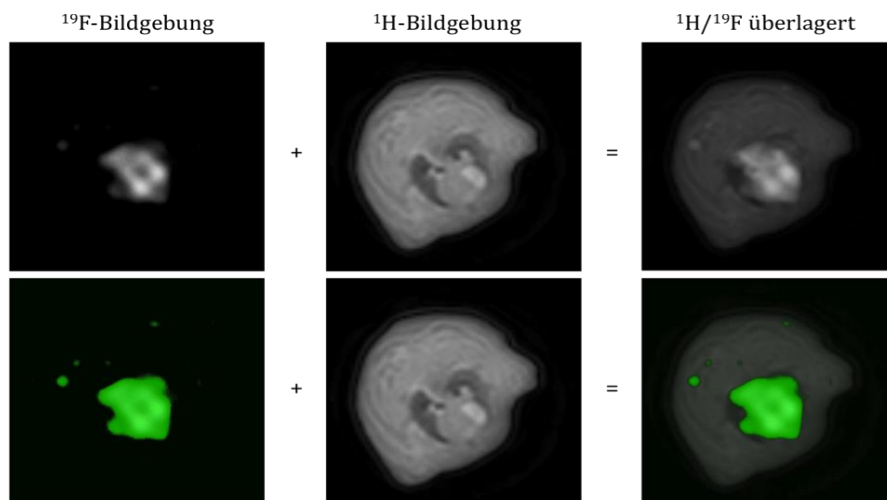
Exemplarische Darstellung des Prinzips der manuellen Überlagerung von ^{19}F - und ^1H -MRT am Beispiel eines Rattenherzens in transversaler Schnittführung. Die eingesetzte Falschfarbe (grün) dient zur besseren Visualisierung des Fluor-Signals. Eigene Abbildung.
